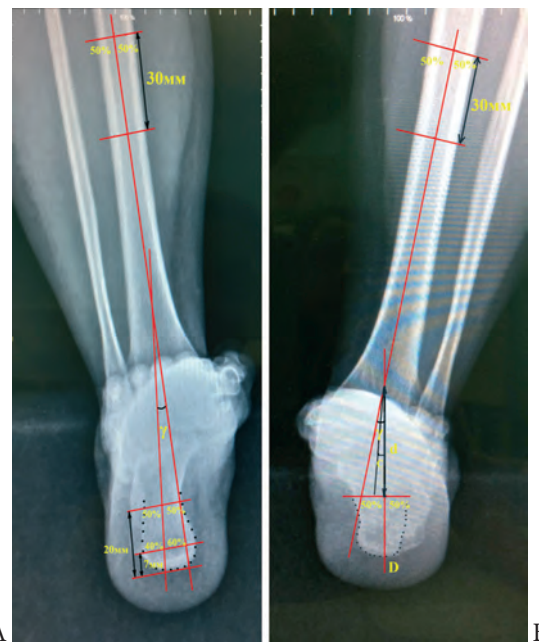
Рентгенограмма, проекция Saltzman, до оперативного лечения
